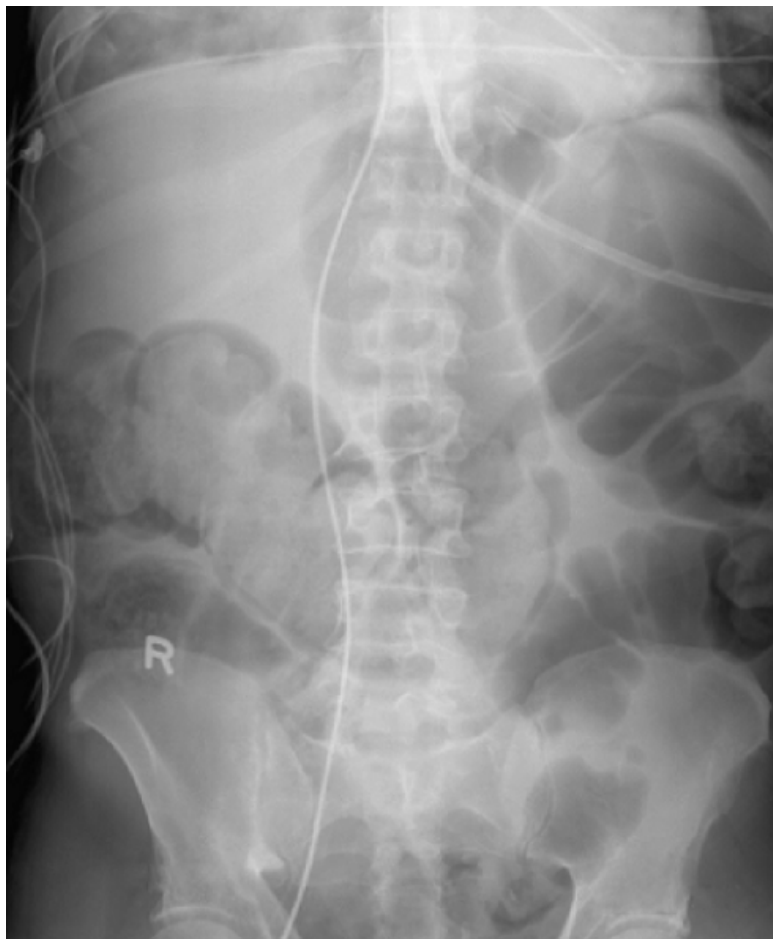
Radiografia de abdome (Síndrome de Ogilvie).
